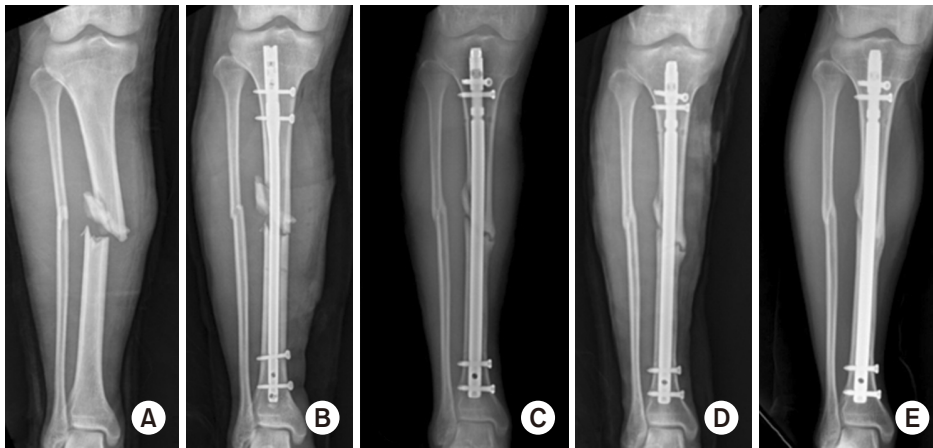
A 30-year-old male. (A) X-ray shows a right tibia shaft fracture. (B) Initially, intramedullarynailing was done. (C) After 10 months, the X-ray shows hypertrophic nonunion. (D) Postoperative radiograph after exchange nailing. (E) Finally, union observed.
